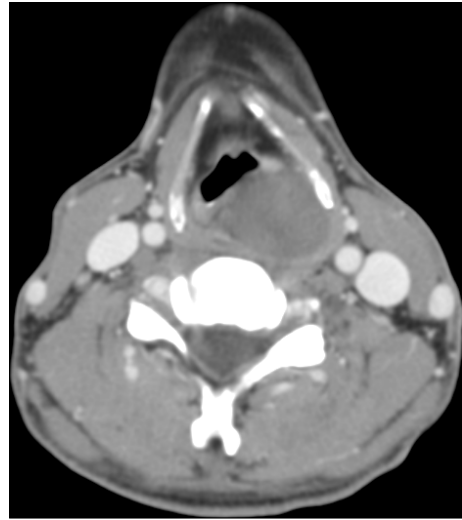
Preoperative CT scan. About 4×2cm sized well demarcated solid mass, which was enhanced with 20 CT number, was shown on the left pyriform sinus with anterolateral displacement of arytenoid fold and cricoarytenoid joint.
